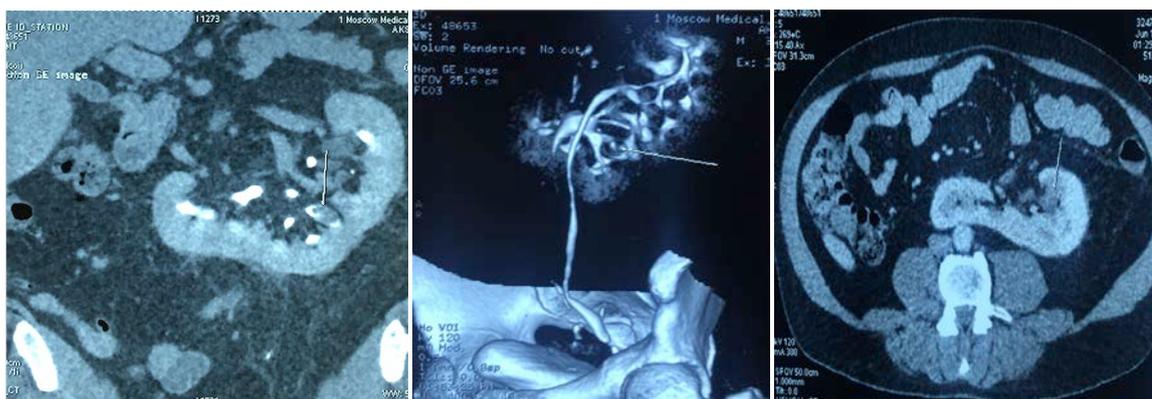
МСКТ. Папиллярная опухоль правой половины L-образной почки (указано стрелкой)
